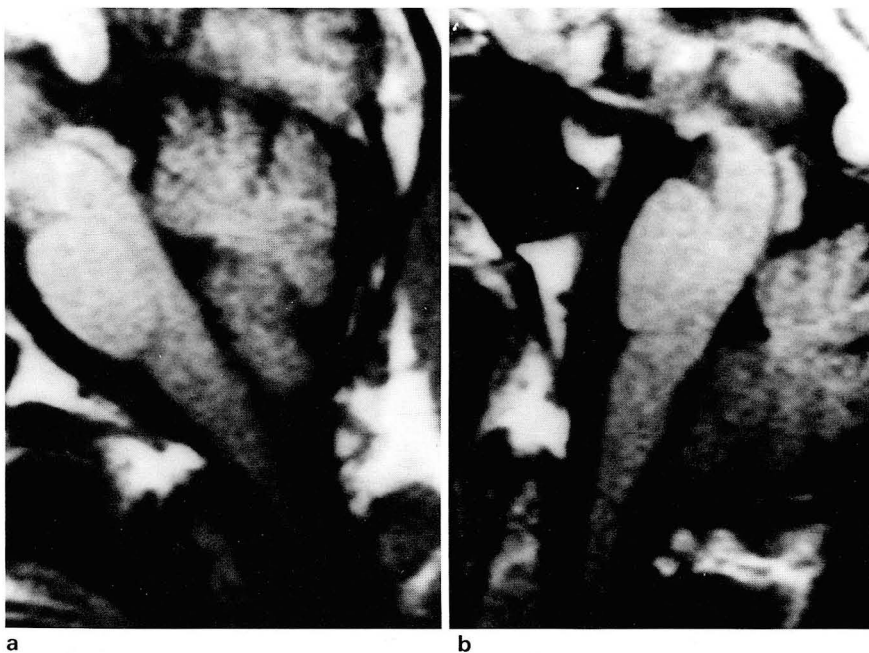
Midline sagittal MR images obtained in the same patient during head flexion(Fig 2a) and extension(Fig 2b).
